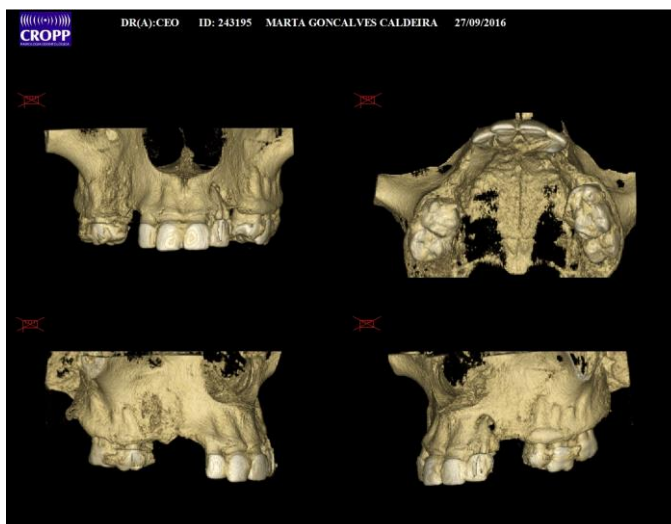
Imagem da tomografia
